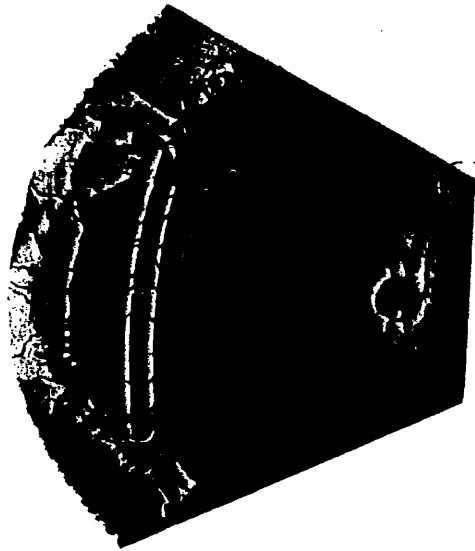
Rapid erosion by polyethylene tube in eye with deep glaucomatous cup. Well-visible, subretinal tube has caused recurrence of retinal detachment that extends from eroded area to disc. (TC 512)
